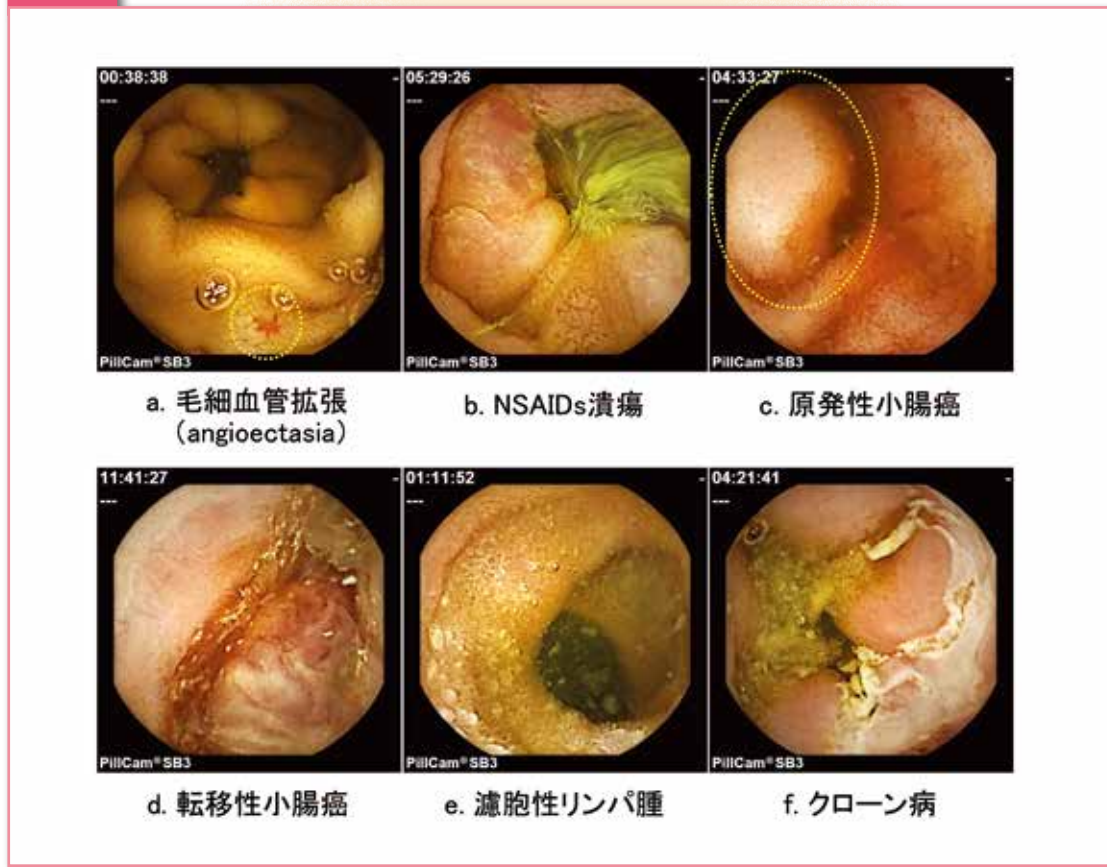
図2は実際のCE画像です。a～dはOGIB精査目的でCEを行った症例であり、eおよびfは他検査で小腸に異常を指摘されたためCEを施行した症例です。aは血管性病変の1つである毛細血管拡張(angioectasia)と診断しました。数mm以上のangioectasiaは出血源となるため、BEにて止血術を施行しました。bはNSAIDs内服歴のある患者であり、薬剤性潰瘍(NSAIDs潰瘍)と診断しました。cは下部回腸に半周弱の隆起性病変を認め、BEでの生検にて腺癌と診断しました。dは腎細胞癌の患者であり、下部回腸に隆起性病変を認め、BEでの生検にて腎細胞癌(淡明細胞癌)の転移と診断しました。eはCT検査にて腸間膜リンパ節腫大があり、CEにて上部空腸に白色顆粒状隆起の集簇を認め、BEでの生検にて濾胞性リンパ腫と診断しました。fはクローン病の患者で腹部エコー検査にて回盲部の壁肥厚を認めました。パテンシーカプセルにて消化管開通性ありと判断したためCEを行ったところ、下部回腸に潰瘍性病変を認めました。
